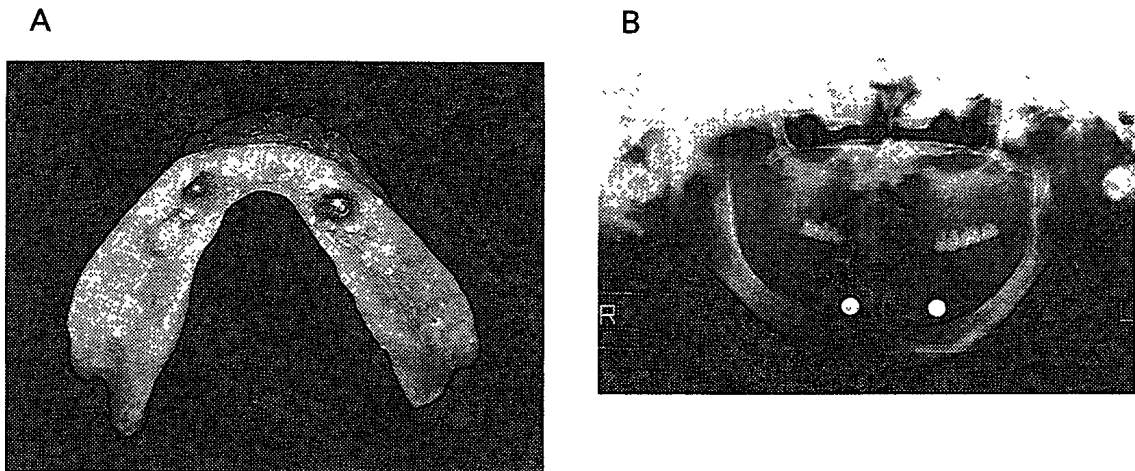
A：金属球を付けた複製義歯。B：その義歯を装着して撮ったパノラマX線写真。金属球の実際の直径と、X線写真上での直径から、X線写真の拡大率を求め、実際の骨の高さを計算する。また、神経などとの位置関係を把握する。
